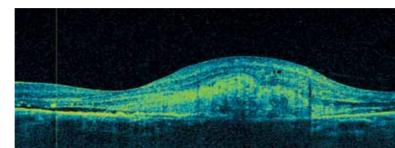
Оптическая когерентная томография макулы пациента с активной классической неоваскулярной мембраной
